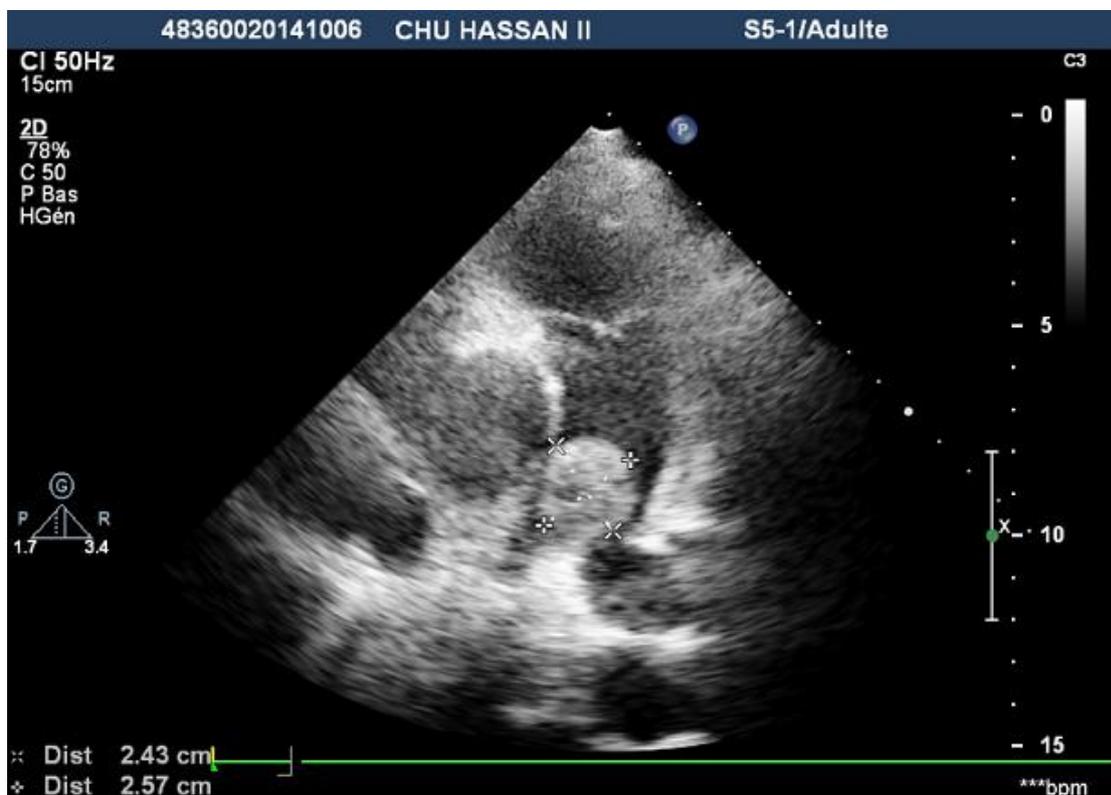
Coupe parasternale petit axe centrée sur l'artère pulmonaire objectivant un thrombus au niveau de la bifurcation.
